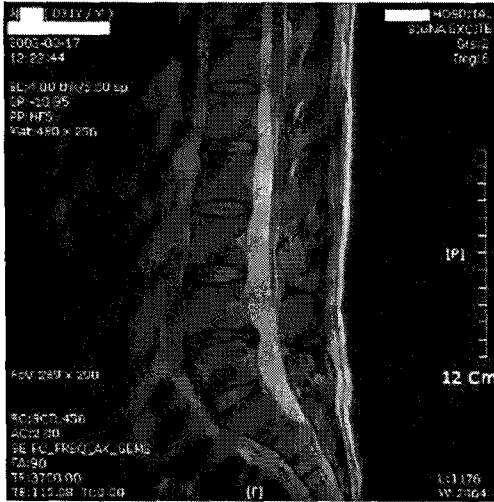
Sagittal Image of L-Spine MRI in Case 1
